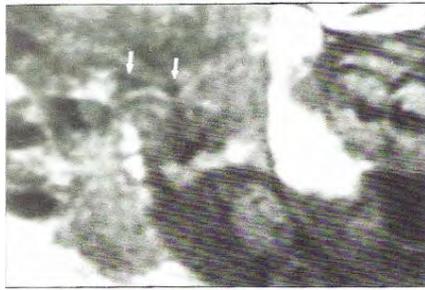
Imagen de resonancia magnética sagital de la ATM derecha de un niño de 2 meses de edad. El disco está en una posición superior normal y ya ha adquirido su forma bicóncava. Las flechas indican las bandas anterior y posterior del disco.¹³⁴
